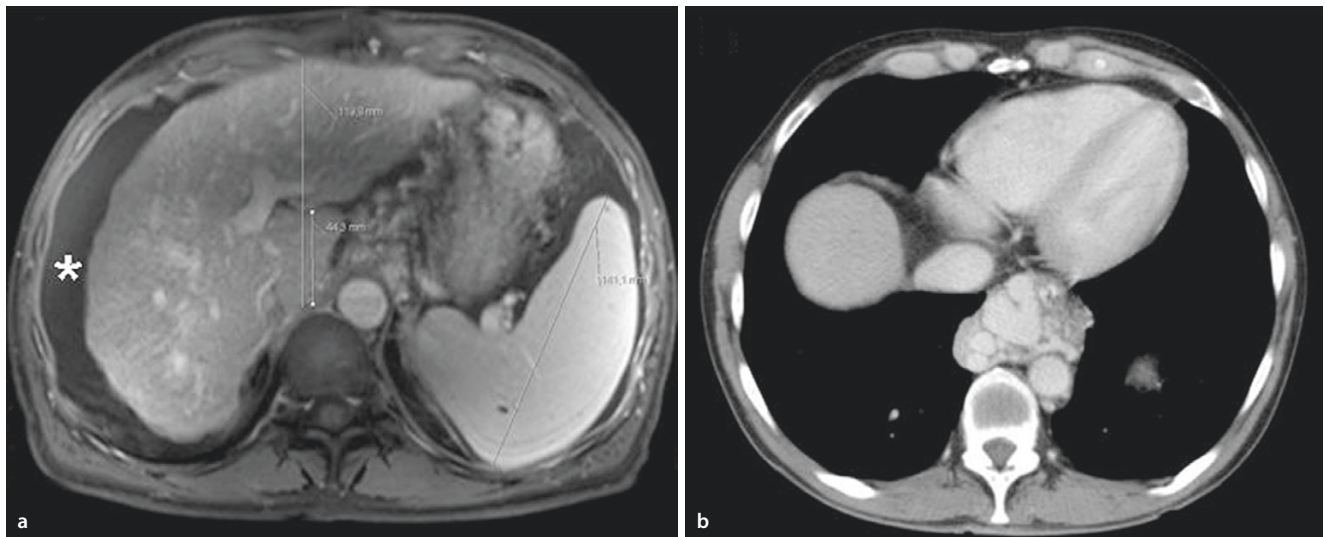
Die MRT der Leber (a) zeigt eine Leberzirrhose mit hypertrophiertem Segment 1 sowie einer Splenomegalie und perihepatischem Aszites (*). In der Computertomographie (b) erkennt man
